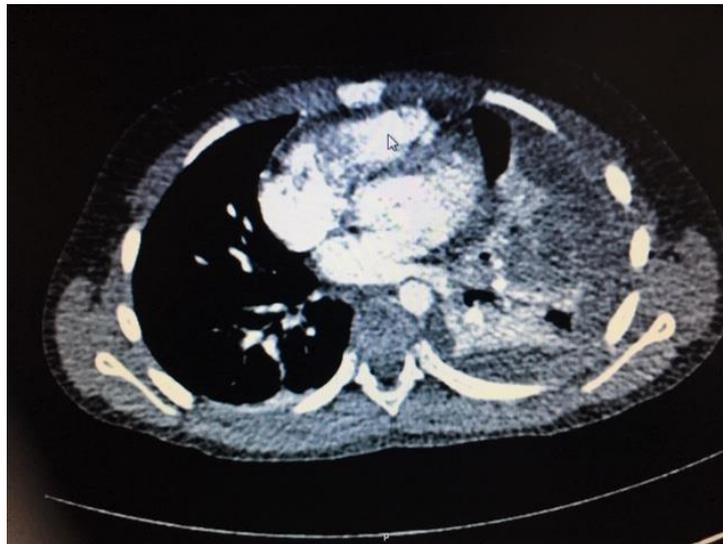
TOMOGRAFÍA COMPUTADA CON CONTRASTE INTRAVENOSO DE PACIENTE No. 6 LA CUAL MUESTRA ÁREA DE CONSOLIDACIÓN EXTENSA EN LOBULO INFERIOR IZQUIERDO ALTERNANDO CON ÁREAS DE HIPOPERFUSIÓN Y ATENUACIÓN SUGESTIVAS DE NEUMONÍA NECROTIZANTE.
